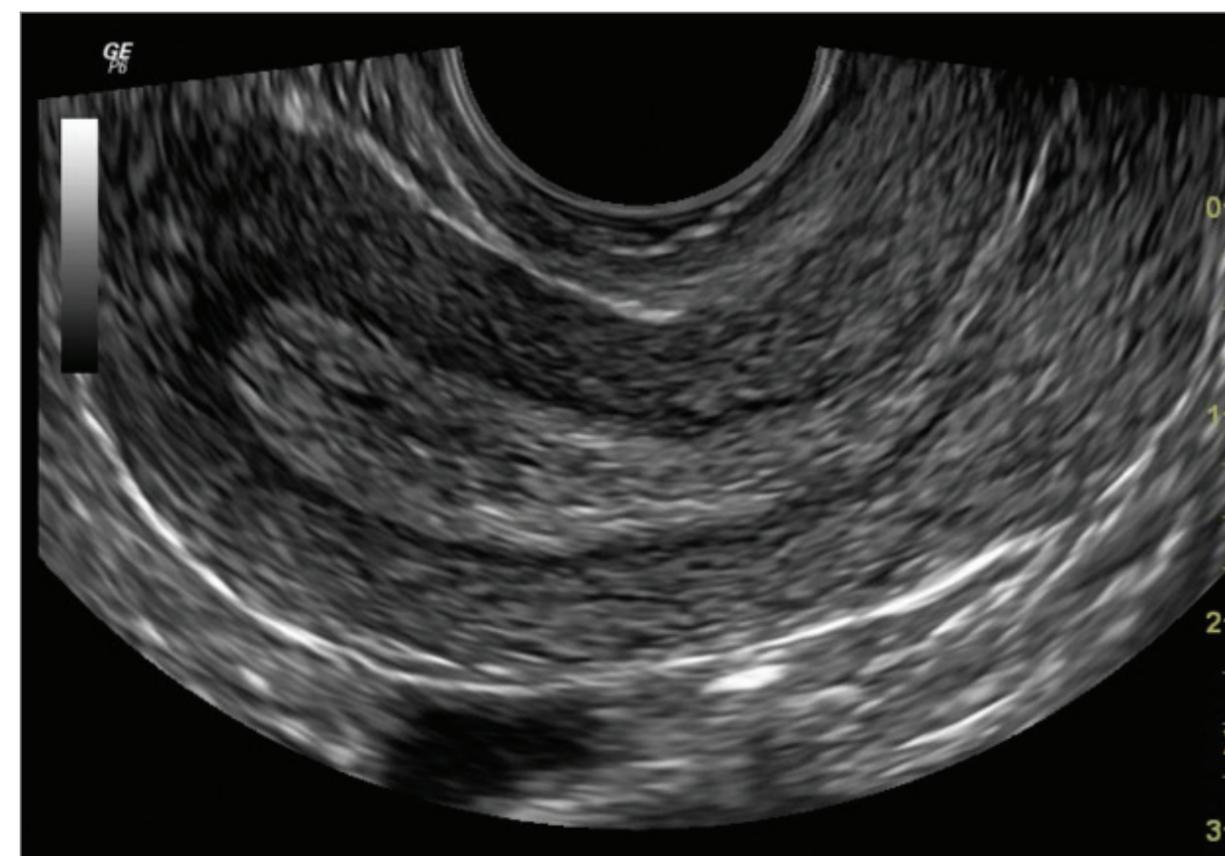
Image échographique effectuée par voie endovaginale démontrant un utérus normal antéversé et antéfléchi.
